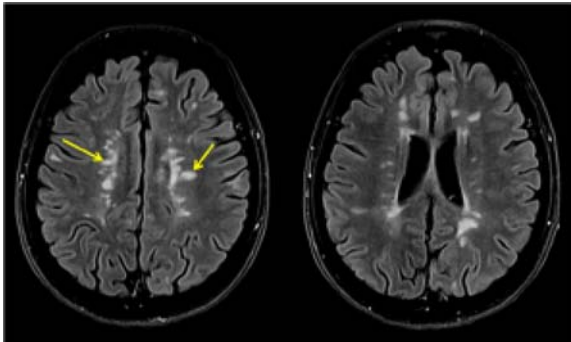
Seqüència transversal ponderada en T2-FLAIR en un pacient amb EM clínicament definida. S'observen lesions característiques en situació periventricular, algunes de morfologia ovoide (fletxes), amb el seu eix major perpendicular a las parets ventriculars.
